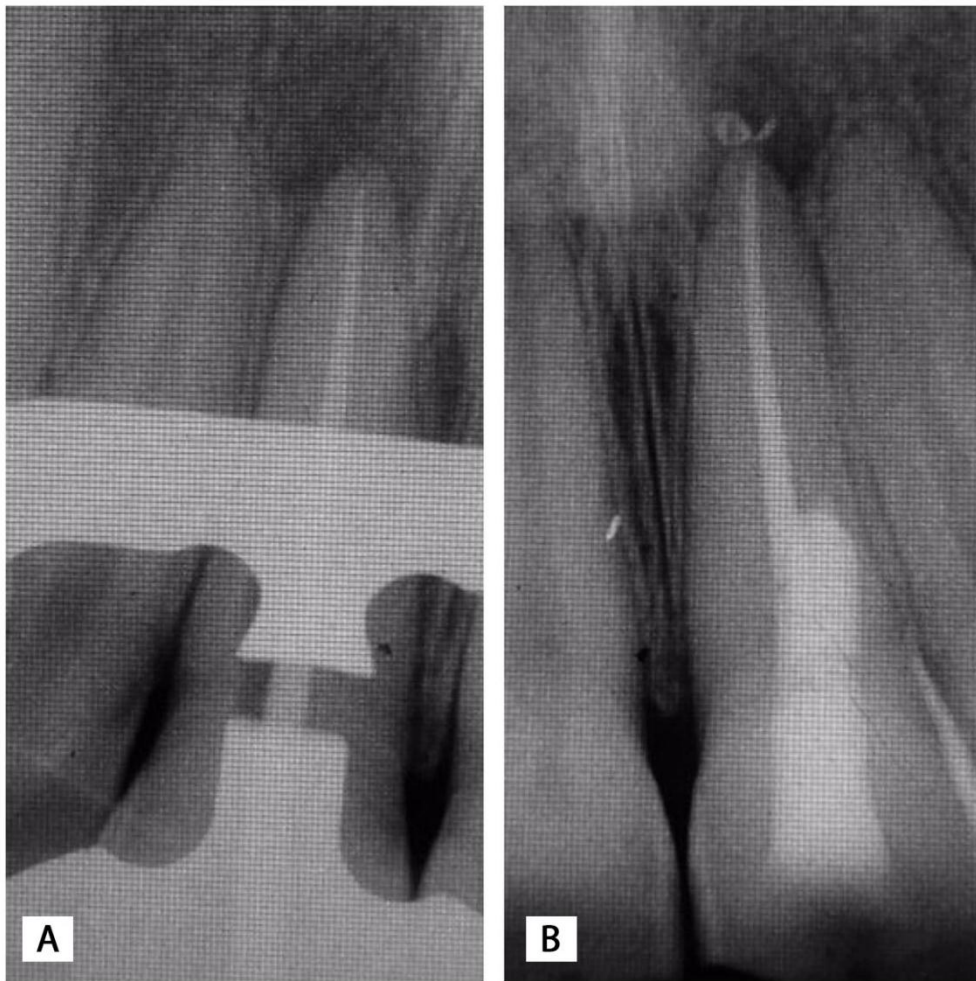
A. radiografia da prova do cone; B. radiografia da obturação e selamento da perfuração com MTA.
